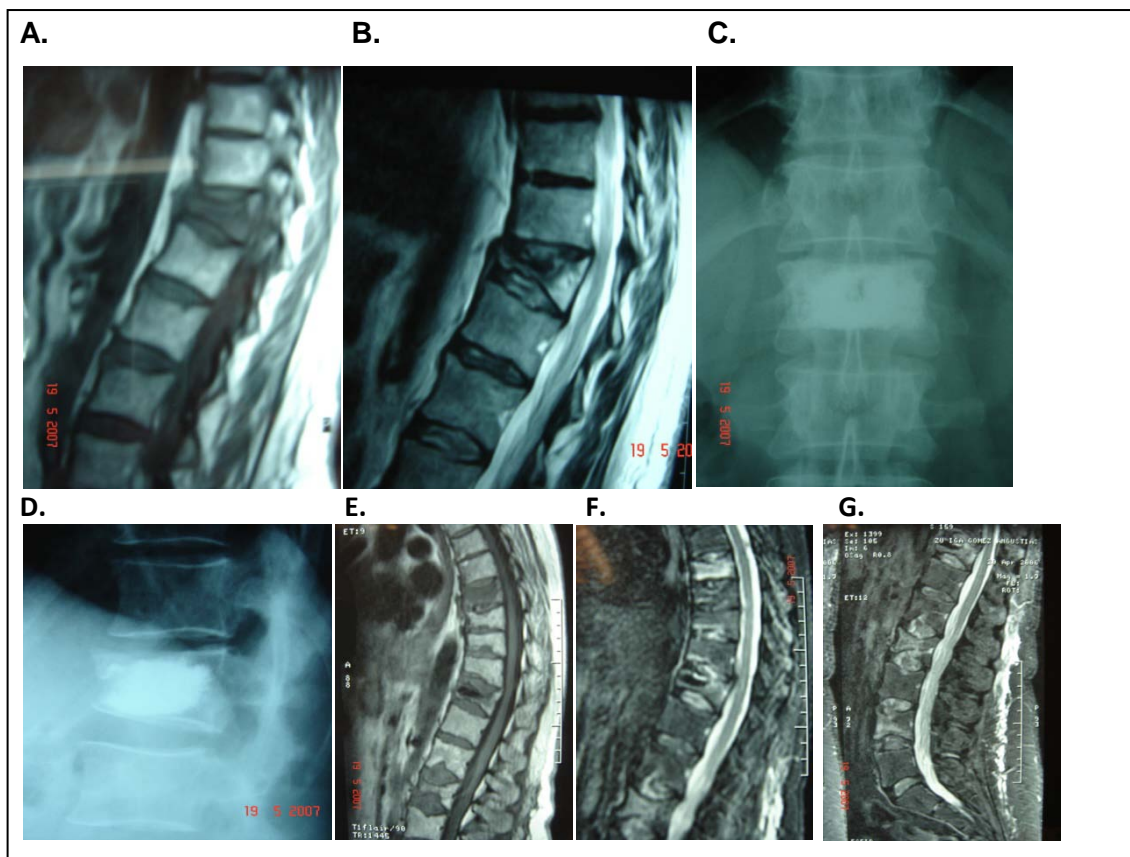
Mujer de 60 años con FVO de L1. Tras fracaso del tratamiento conservador se realiza CP. Existe mejoría clínica pero al mes reingresa con mayor dolor. Se realiza nueva RMN que evidencia nuevas fracturas en niveles superiores e inferiores (a distancia).
